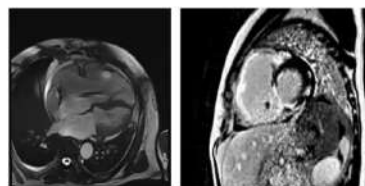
Resonancia magnética cardíaca: Realce tardío transmural no isquémico en el segmento basal en las paredes lateral y anterior con extensión a pared inferior del VI
